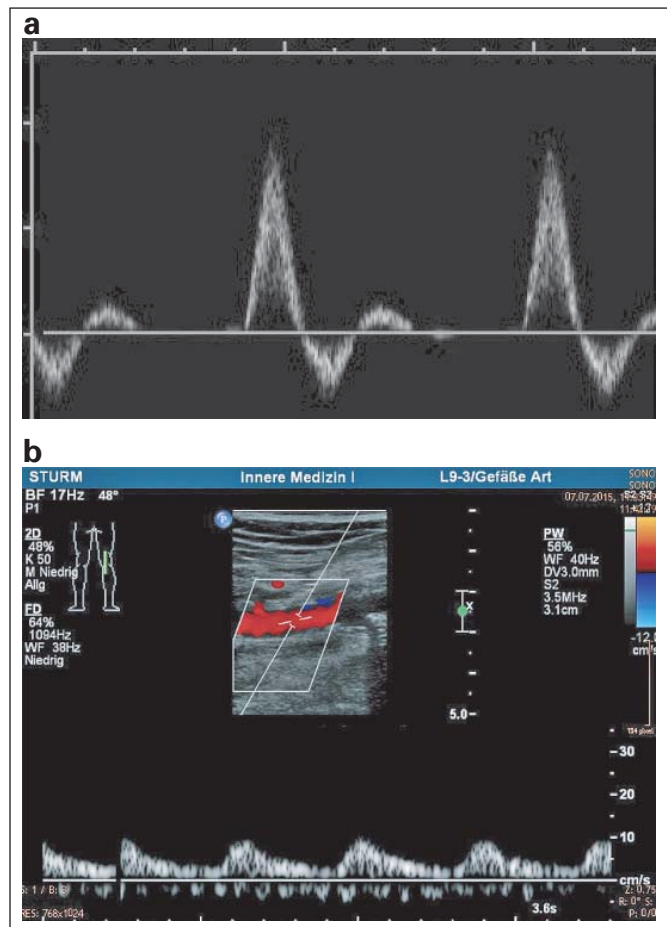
Dopplerspektren bei PAVK. (a): Normales Dopplerspektrum beim Gesunden (triphasisch, A. femoralis); (b): Pathologisches Dopplerspektrum bei PAVK II (monophasisch, A. poplitea rechts, A. fem. rechts, verschlossen)
